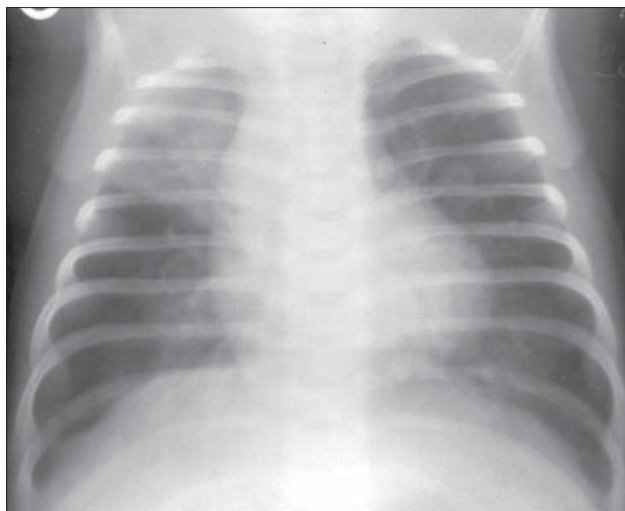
Nou născut, o lună. Pneumonie lob superior drept. Radiografie toracică AP
